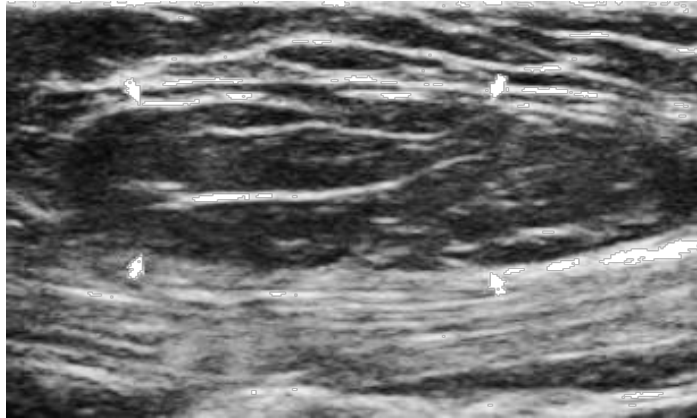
aspect échographique d'un lipome superficiel
